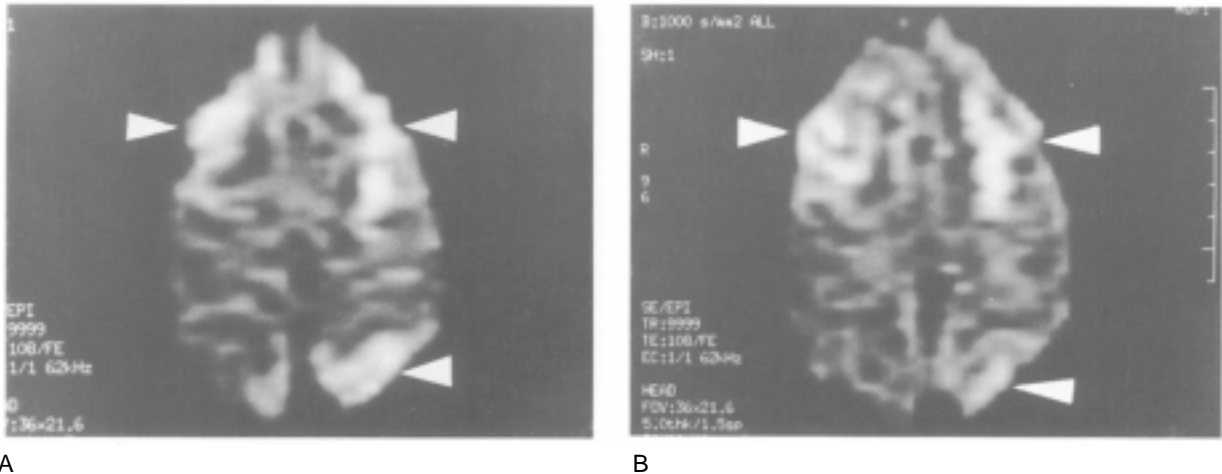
Resonancia nuclear magnética técnica por difusión en planos axiales. Imágenes fronto-parietales bilaterales y occipital izquierda hiperintensas (caso 4).
